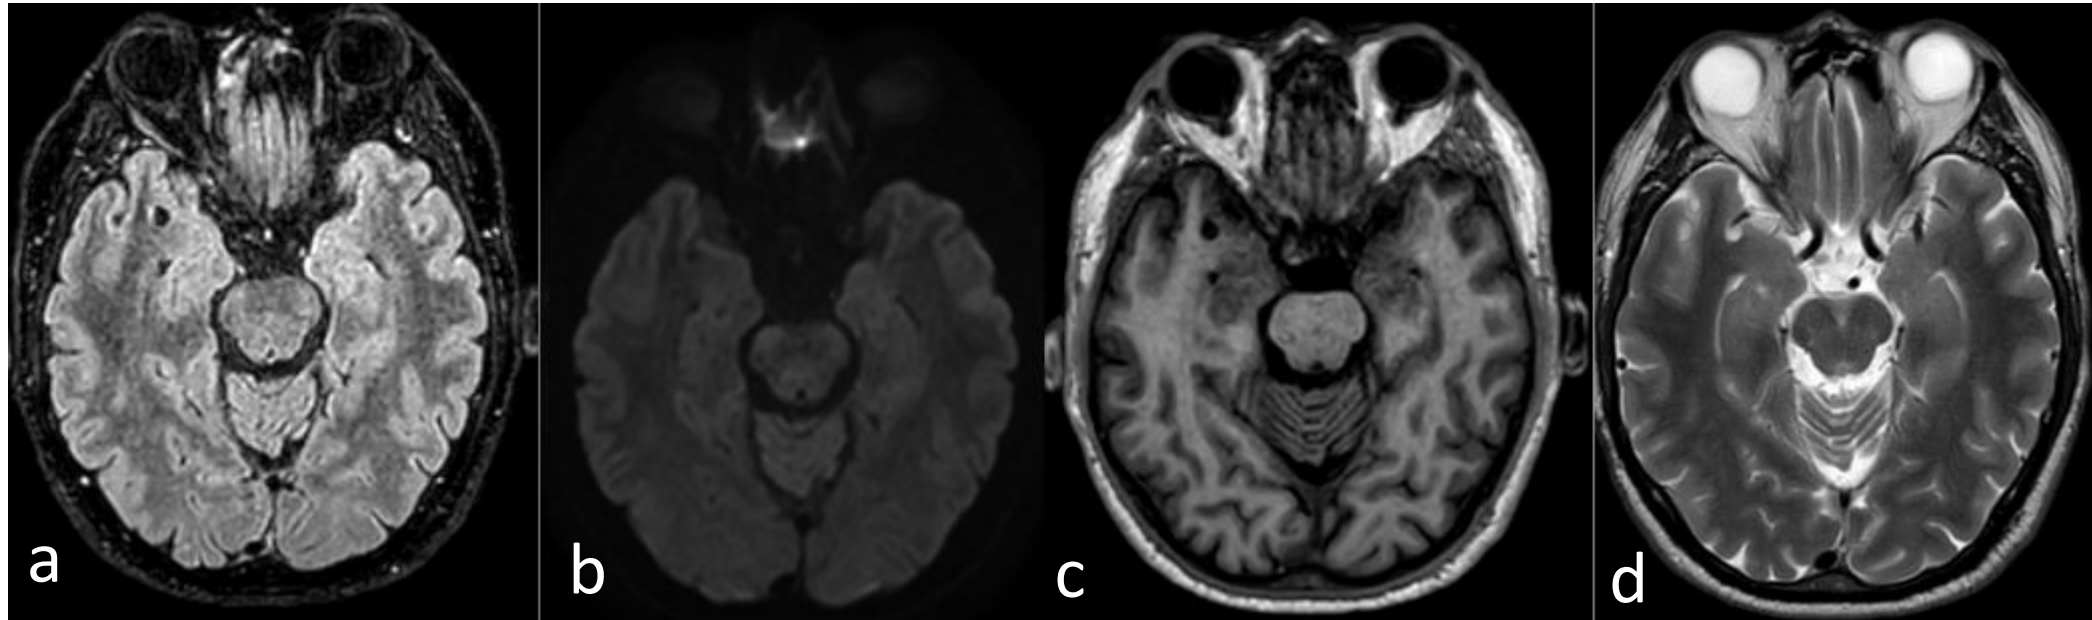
Adquisiciones axiales en secuencias FLAIR, DWI, T1, T2. Se aprecian EVR tipo IV temporal derecha, véase la relación con con ramas de la ACM derecha.
